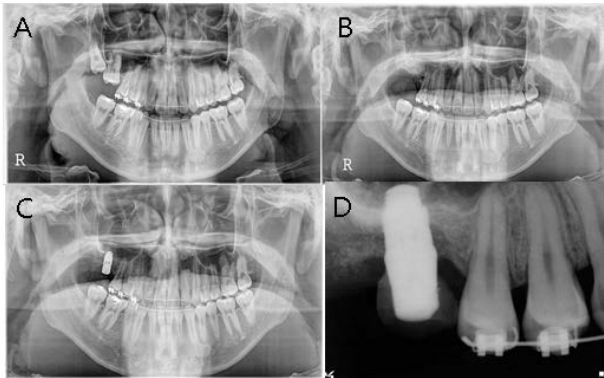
Sinus bone graft using AutoBT powder and PRP and delayed implant placement at #16 area. (A) Preoperative panoramic radiograph. (B) Panoramic radiograph after bone graft (C) Panoramic radiograph after implant placement. (D) Periapical radiograph 9 months after prosthetic loading.
